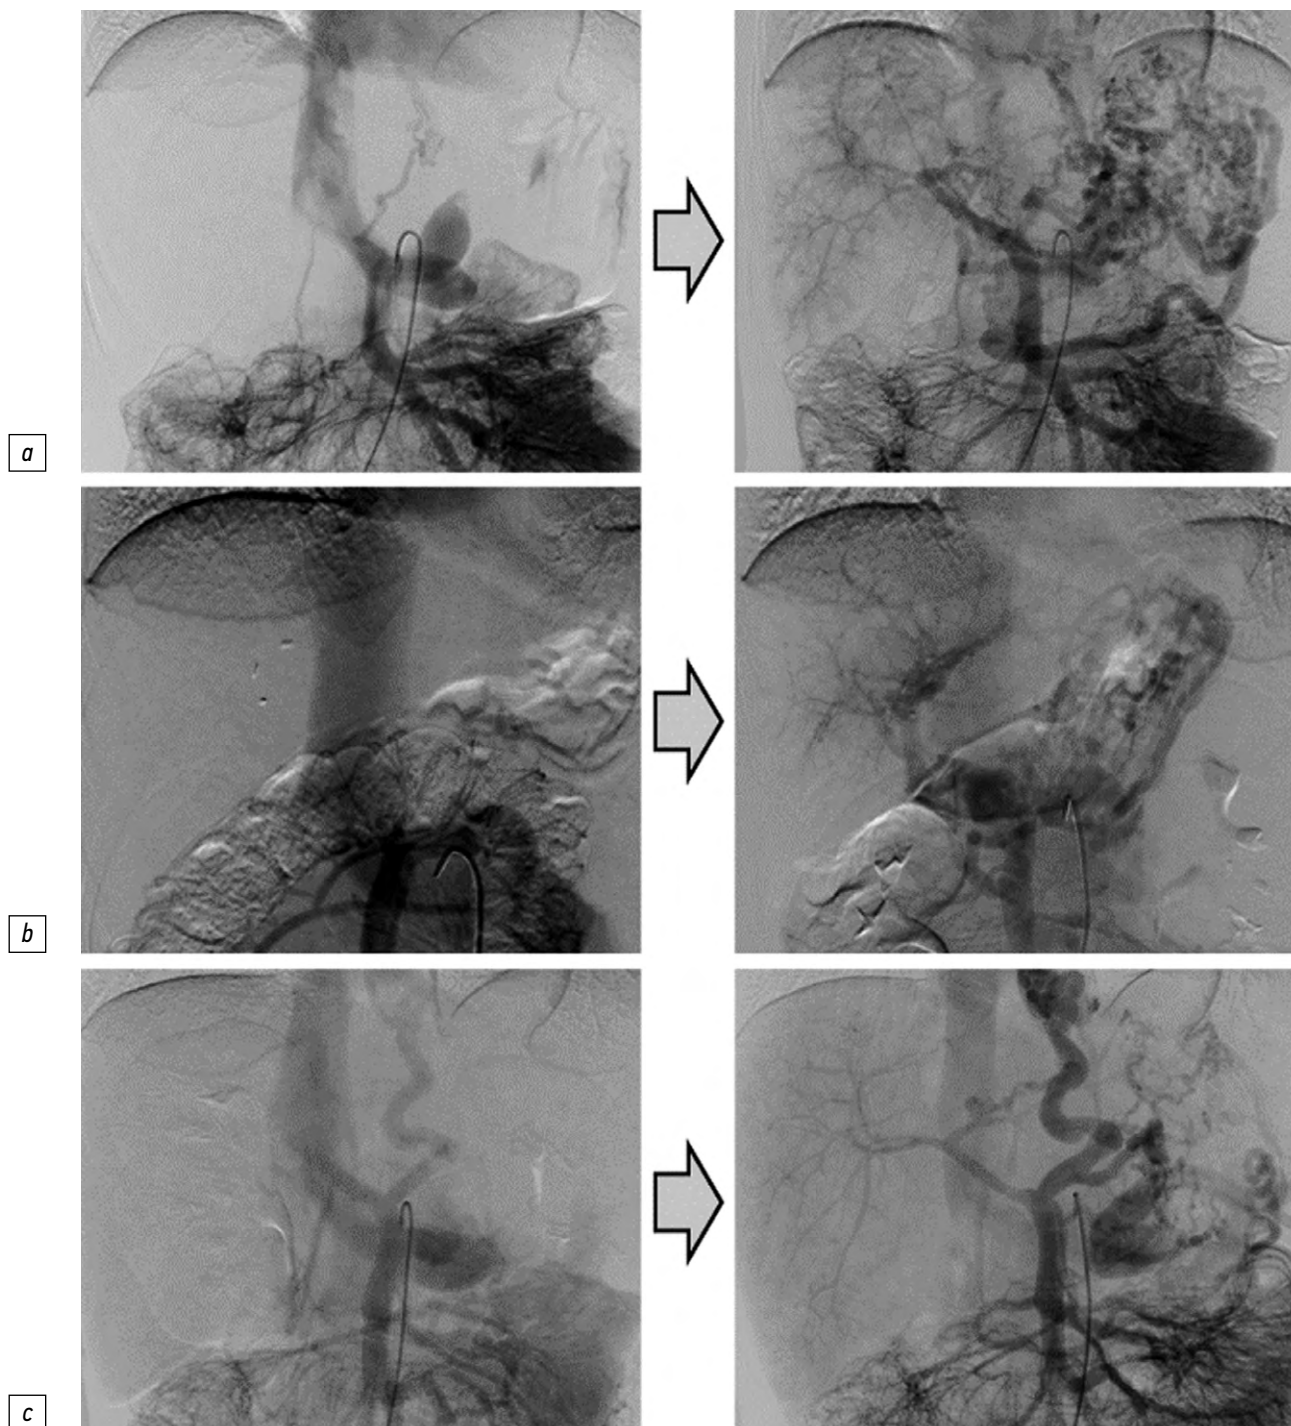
Ангиограммы (венозные фазы целиакографии) до и после операции с улучшением портальной перфузии печени: *a* — мальчик 7 лет, *b* — девочка 11 лет, *c* — девочка 7 лет.
